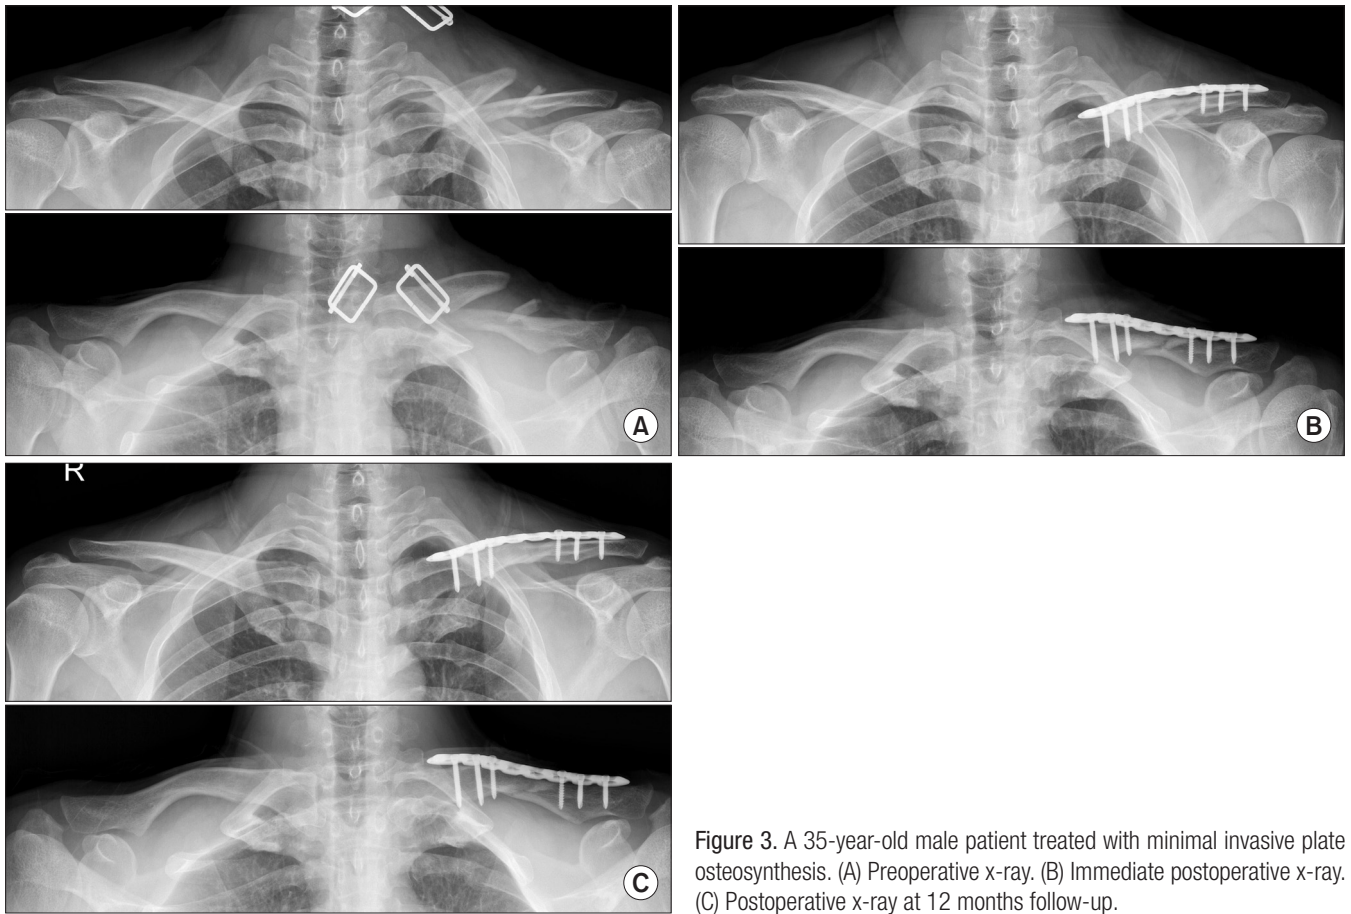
A 35-year-old male patient treated with minimal invasive plate osteosynthesis. (A) Preoperative x-ray. (B) Immediate postoperative x-ray. (C) Postoperative x-ray at 12 months follow-up.
